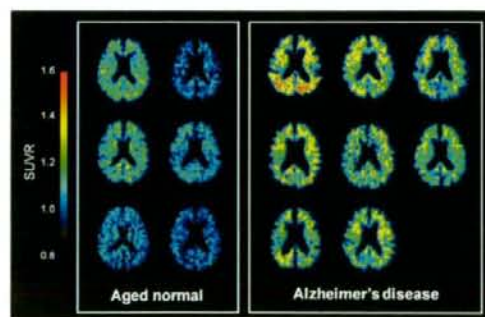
全症例の $[^{18}\text{F}]\text{FACT}$  PET画像(投与後10-30分のSUVR画像)
